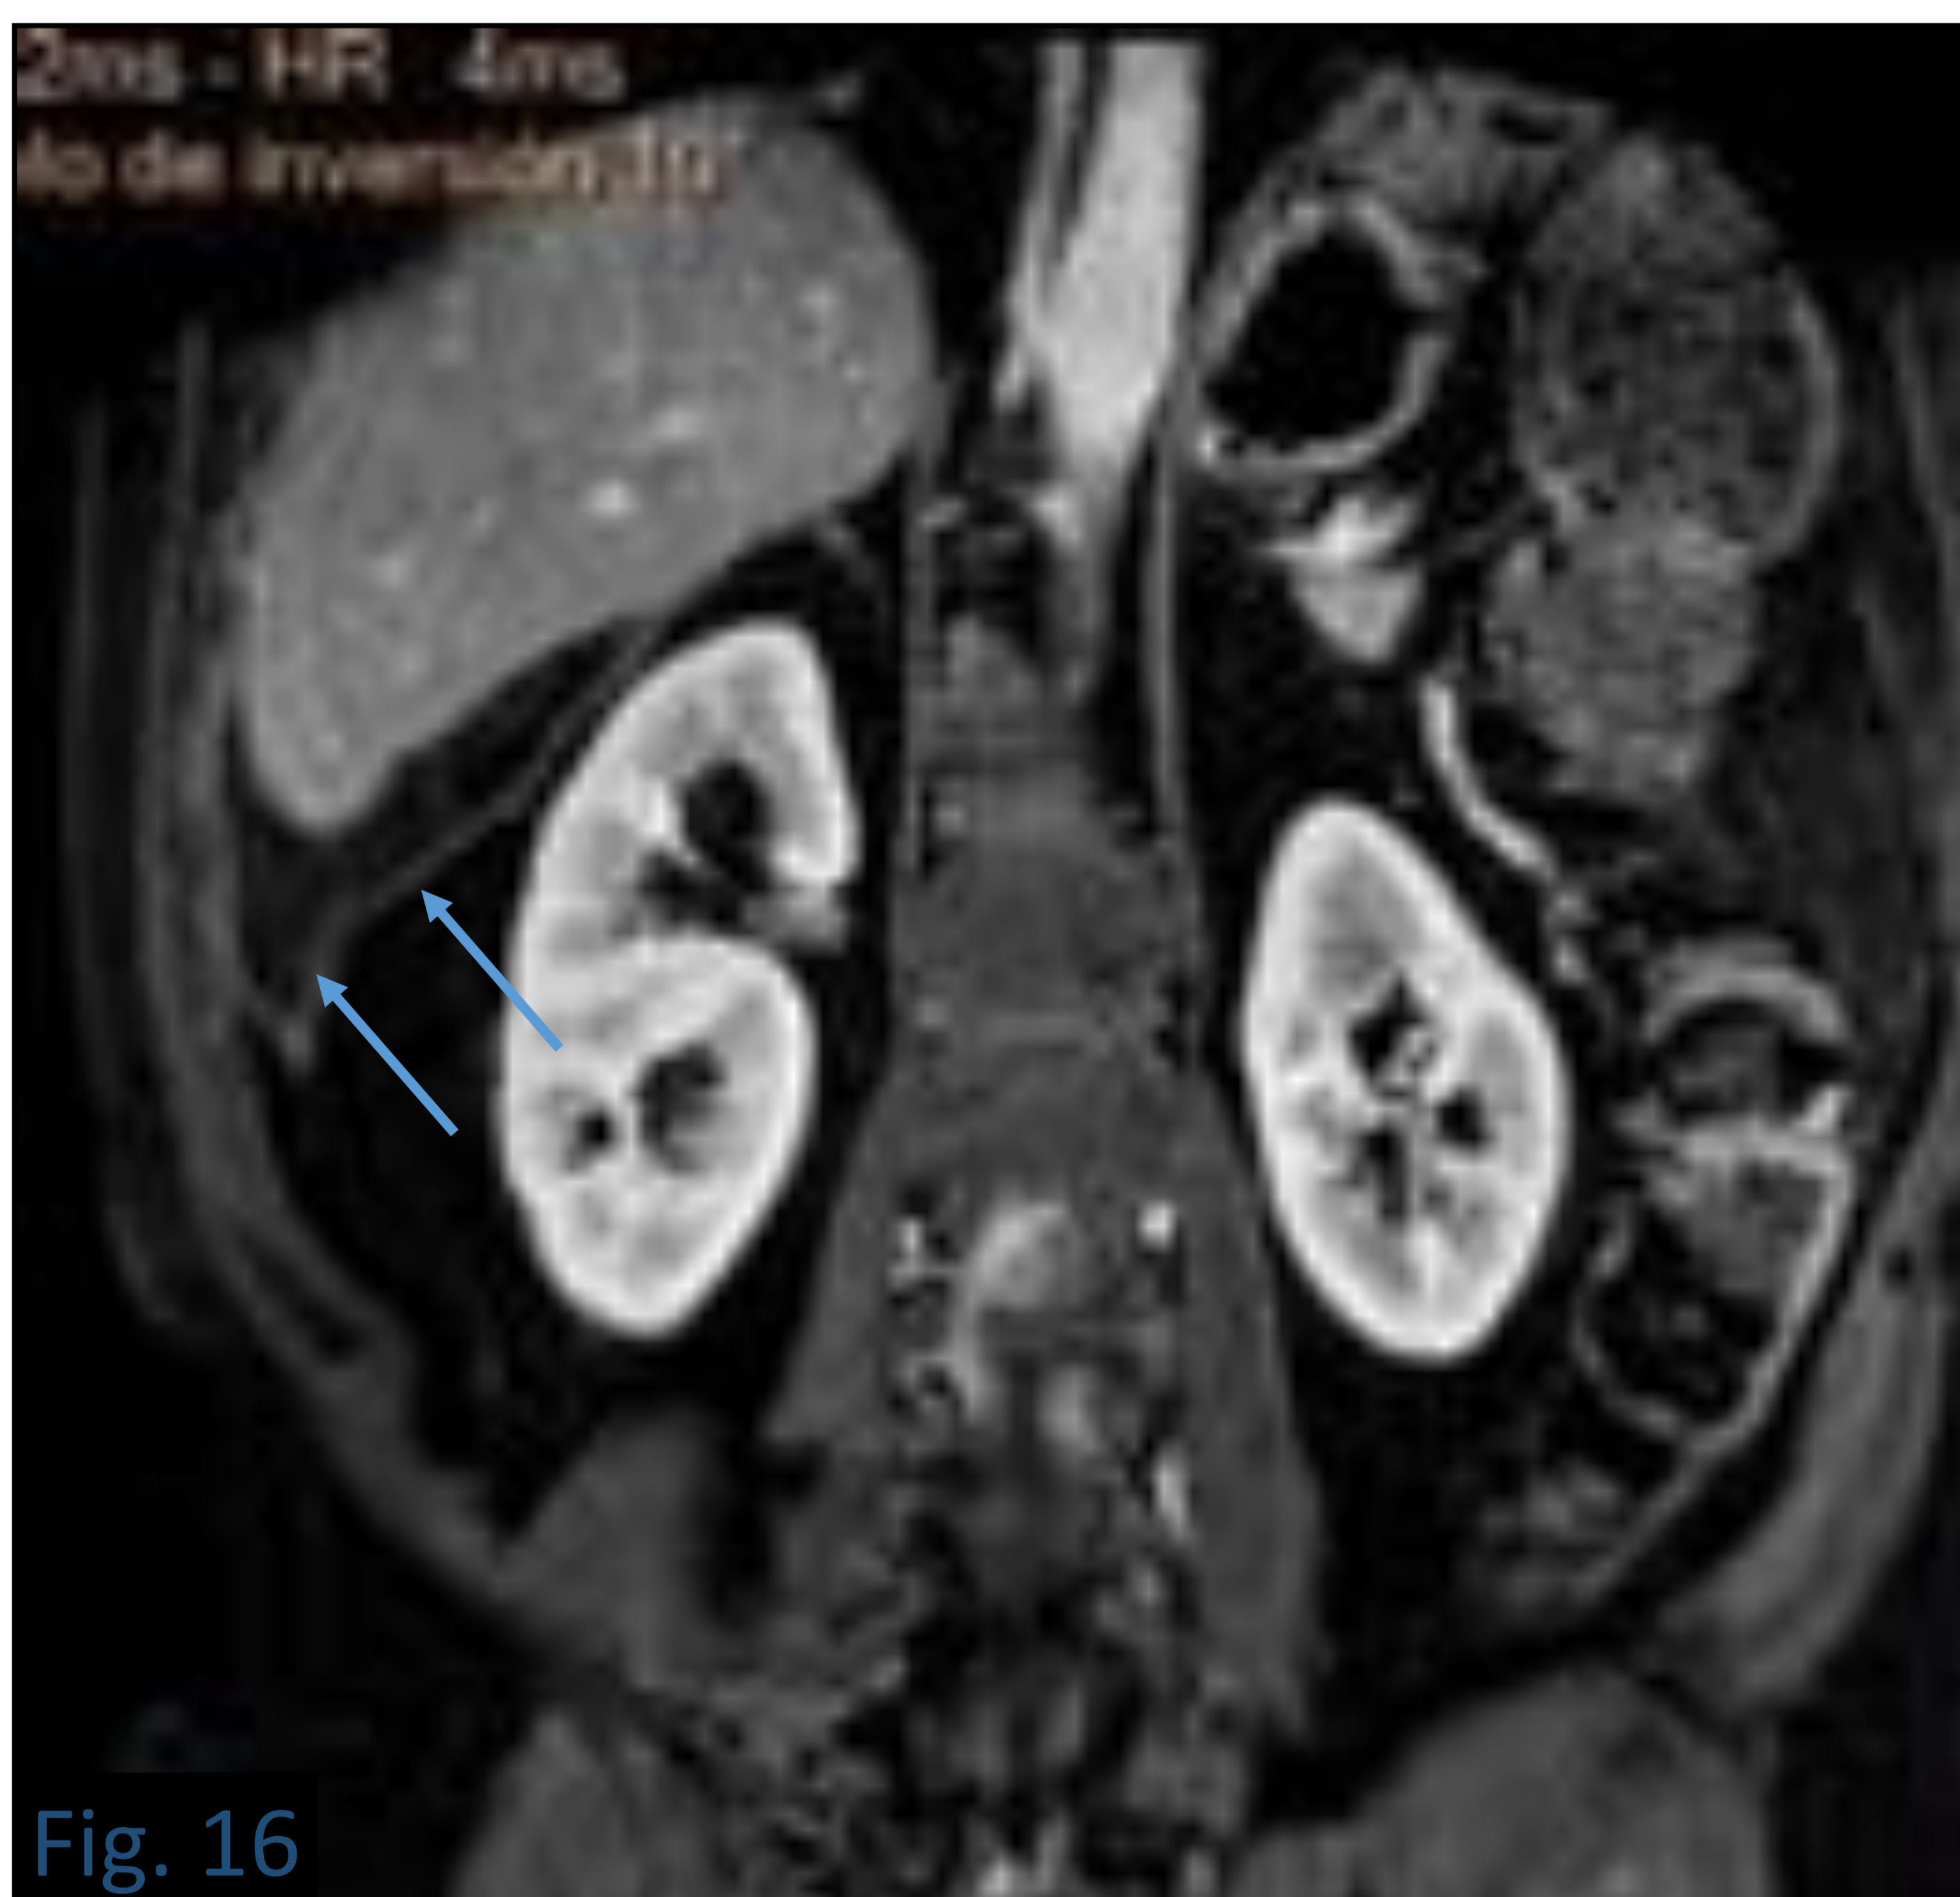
Muestran imágenes de RM, potenciadas en T1 con saturación de la grasa y contraste paramagnético. Vemos como el PMP asocia un marcado realce peritoneal (flechas).
